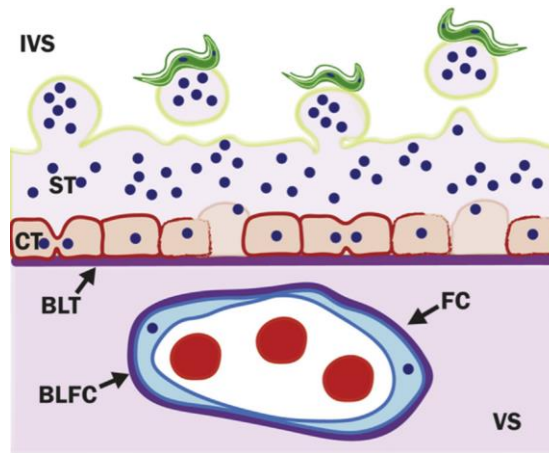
Barrera placentaria humana. Las unidades funcionales de la placenta son las vellosidades coriónicas que están formadas por el trofoblasto y capilares fetales (BF), separados del estroma vellosito (VS) por sus respectivas laminas basales (BM). La sangre materna rodea al trofoblasto y entra en contacto con él en el espacio intervilloso placentario. El trofoblasto está compuesto por el sinciotrofoblasto (ST), y el citotrofoblasto (CT). En la transmisión congénita, el parásito desde la sangre materna (1), entra en contacto con el trofoblasto en el espacio intervilloso (2), donde debe atravesar la barrera placentaria para llegar a los capilares fetales (3) e infectar al feto. (Figura tomada de Kemmerling et al., 2019).
